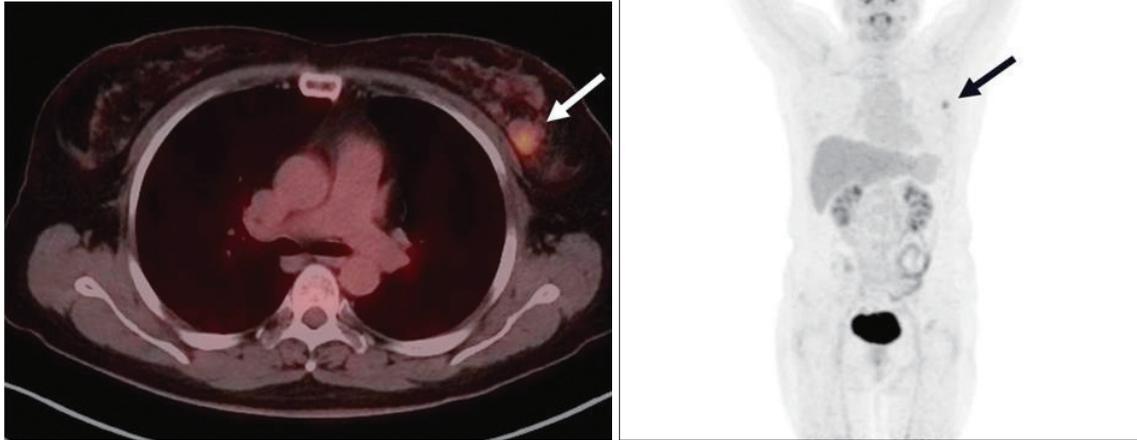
On the axial positron emission tomography/computed tomography fusion image and MIP, the mass shows hypermetabolism (maximum standardized uptake value: 3.4) without metastasis (arrow).
